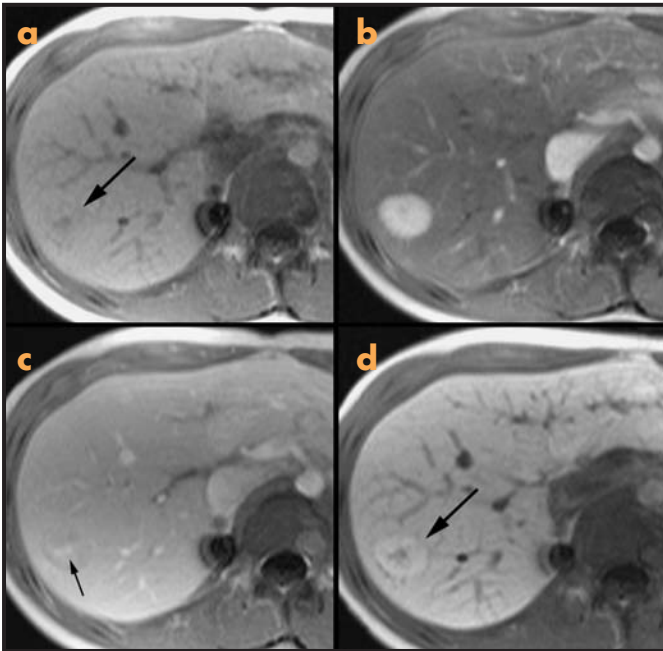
Hiperplasia nodular focal típica. a) Imagen del hígado en T1 que muestra una lesión isointensa difícil de visualizar (flecha). b) La imagen en la fase arterial tras la administración de contraste extracelular (Gd-DTPA) muestra una lesión intensamente hipervascular y homogénea de forma global. c) En la fase venosa se ve un lavado de la lesión que queda muy ligeramente hipointensa respecto al parénquima hepático y una cicatriz central hiperintensa (flecha). d) Imagen de RM tras la administración de Mn-DPDP en la que se observa el parénquima hepático globalmente aumentado de intensidad por la captación del contraste por los hepatocitos. La lesión capta de forma global algo más que el hígado, lo que demuestra su naturaleza hepatocitaria (flecha). La cicatriz central, al carecer de hepatocitos, permanece hipocaptante.
